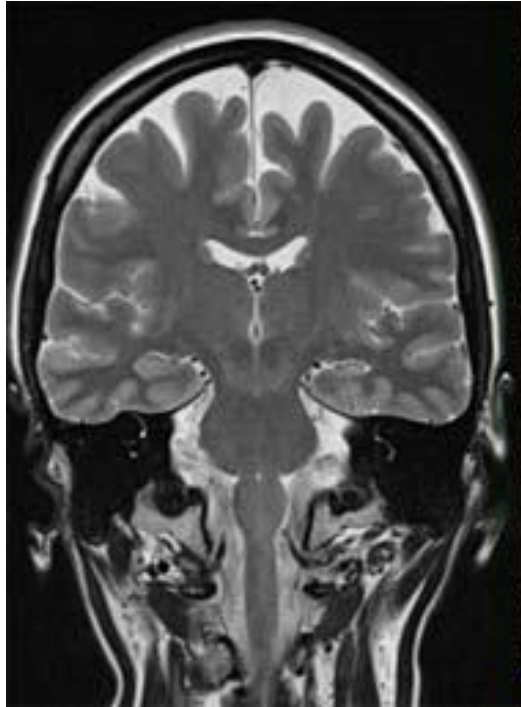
Imagen de resonancia magnética obtenida por 3T en secuencia T2 de una mujer de 44 años que evidencia esclerosis del hipocampo izquierdo mas atrofia cerebral global (Adaptada de <sup>62</sup>)
